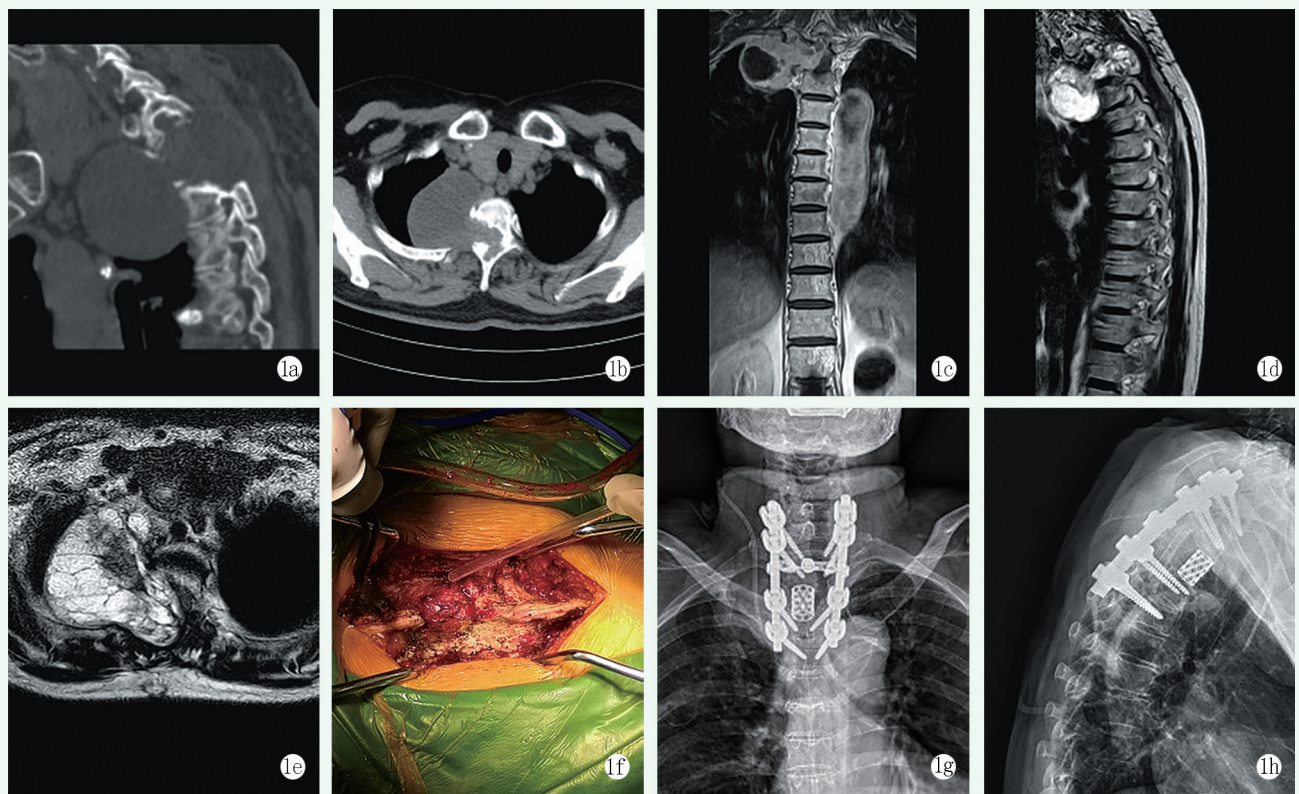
患者，女，76 岁，44 个月前因“后纵膈巨大哑铃状神经鞘瘤”行手术治疗，此次肿瘤复发入院，行“经后路胸椎神经鞘瘤切除+椎弓根螺钉内固定术+ T_2 椎体病灶清除术+植骨融合术”治疗 1a: 第二次手术术前胸椎 CT 平扫+重建（矢状面）示肿瘤呈哑铃状，破坏 T_2 椎体 1b: 首次手术术前胸部 CT（横断面）示肿瘤通过椎间孔生长，累及椎管内外 1c: 首次手术术前增强 MRI（冠状面）示 $T_{2/3}$ 右侧椎间孔区、椎管内外见哑铃形肿物，病灶内呈分隔样改变，病灶壁明显强化 1d, 1e: 首次手术术后 20 个月胸椎 MRI（矢状面及横断面）示 $T_{2/3}$ 右侧椎间孔内外占位，局部脊髓受压变性，肿瘤复发 1f: 第二次手术术中情况：吸引器头端所示部位即为椎体椎管内部 1g, 1h: 第二次手术术后复查胸椎正侧位 X 线片示椎弓根螺钉及钛网位置良好
